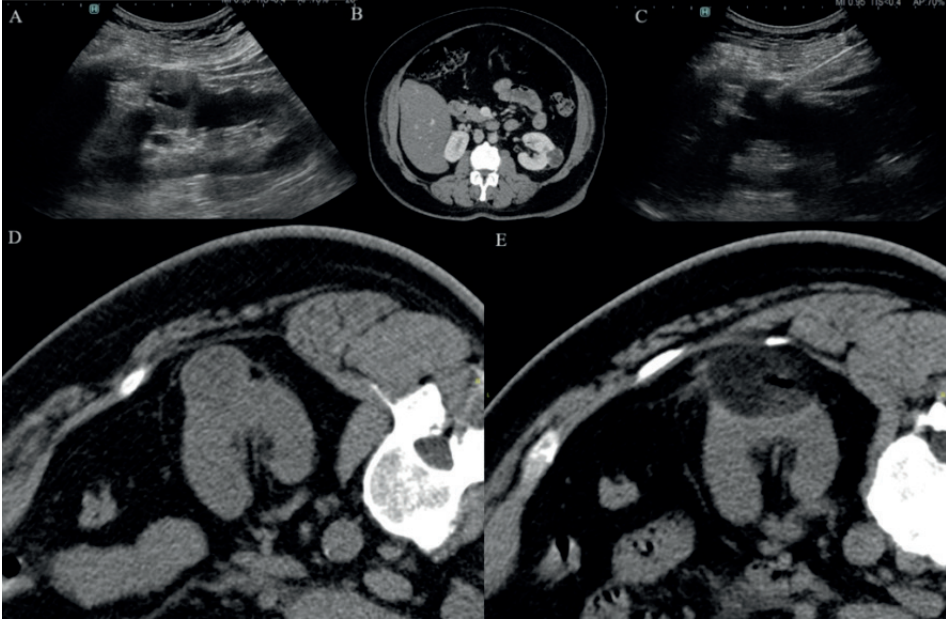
A-B: Sağ böbrekte renal hücreli kanser tespit edilen olgunun BT incelemesinde sağ böbrekteki lezyonu görülüyor (A). Kombine US ve BT kılavuzluğunda lezyona mikrodalga ablasyon uygulanıyor (B).
